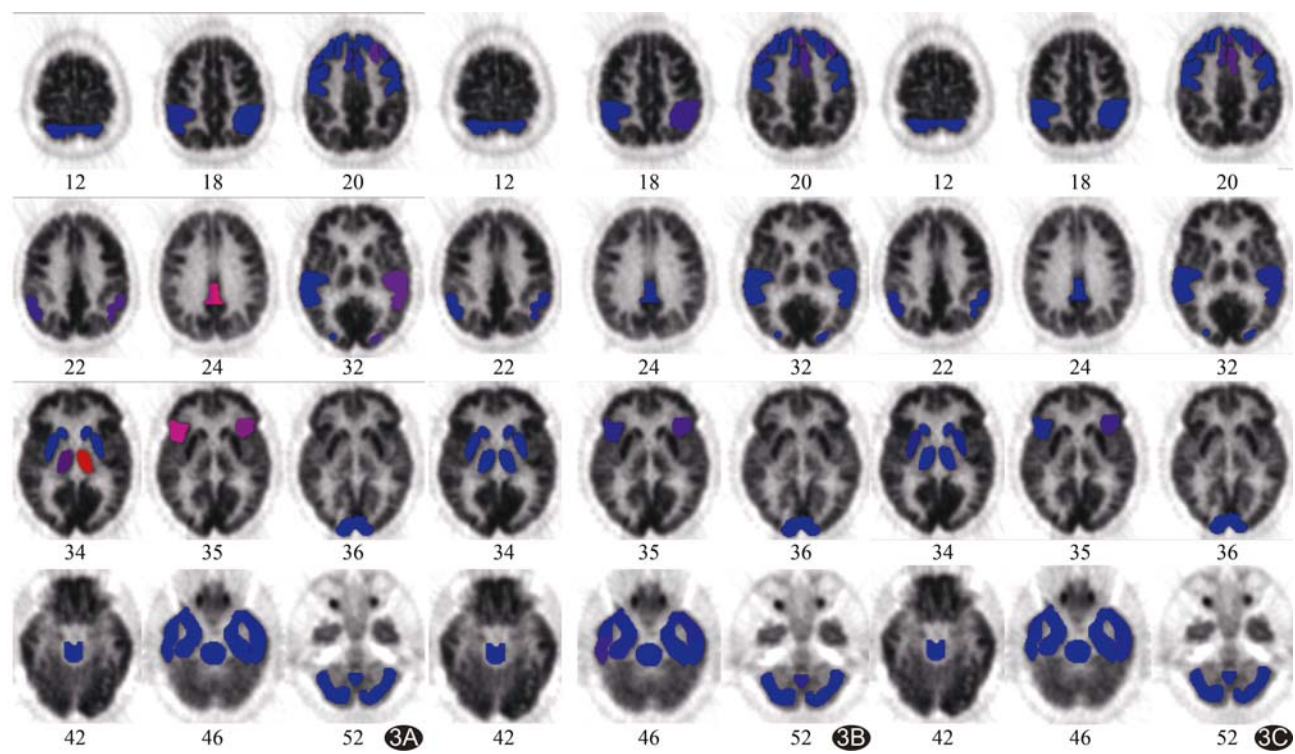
PET 脑葡萄糖代谢成像定量分析 A. AD 患者,男,60 岁,左内侧额叶、左下额叶、左后扣带回 FDG 分布显著减低; B. MCI 患者,男,63 岁,左下顶叶、左下额叶 FDG 摄取减低; C. 健康志愿者,男,60 岁,前扣带回、左下额叶 FDG 摄取轻度减低
